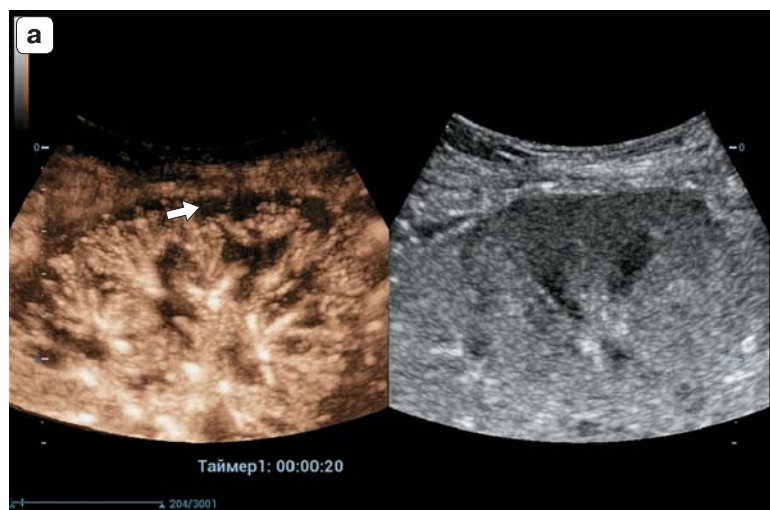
КУУЗИ ПТ. Визуальная оценка перфузии (а–в). а – 20 с от введения КП – момент максимальной разницы интенсивности перфузии субкапсулярных зон и остальной части кортикального слоя паренхимы (зона аномальной перфузии указана стрелкой).
